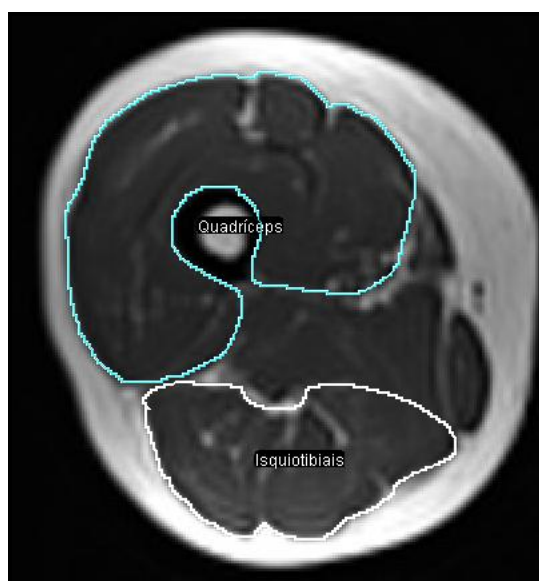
Ressonância Magnética da Coxa.
